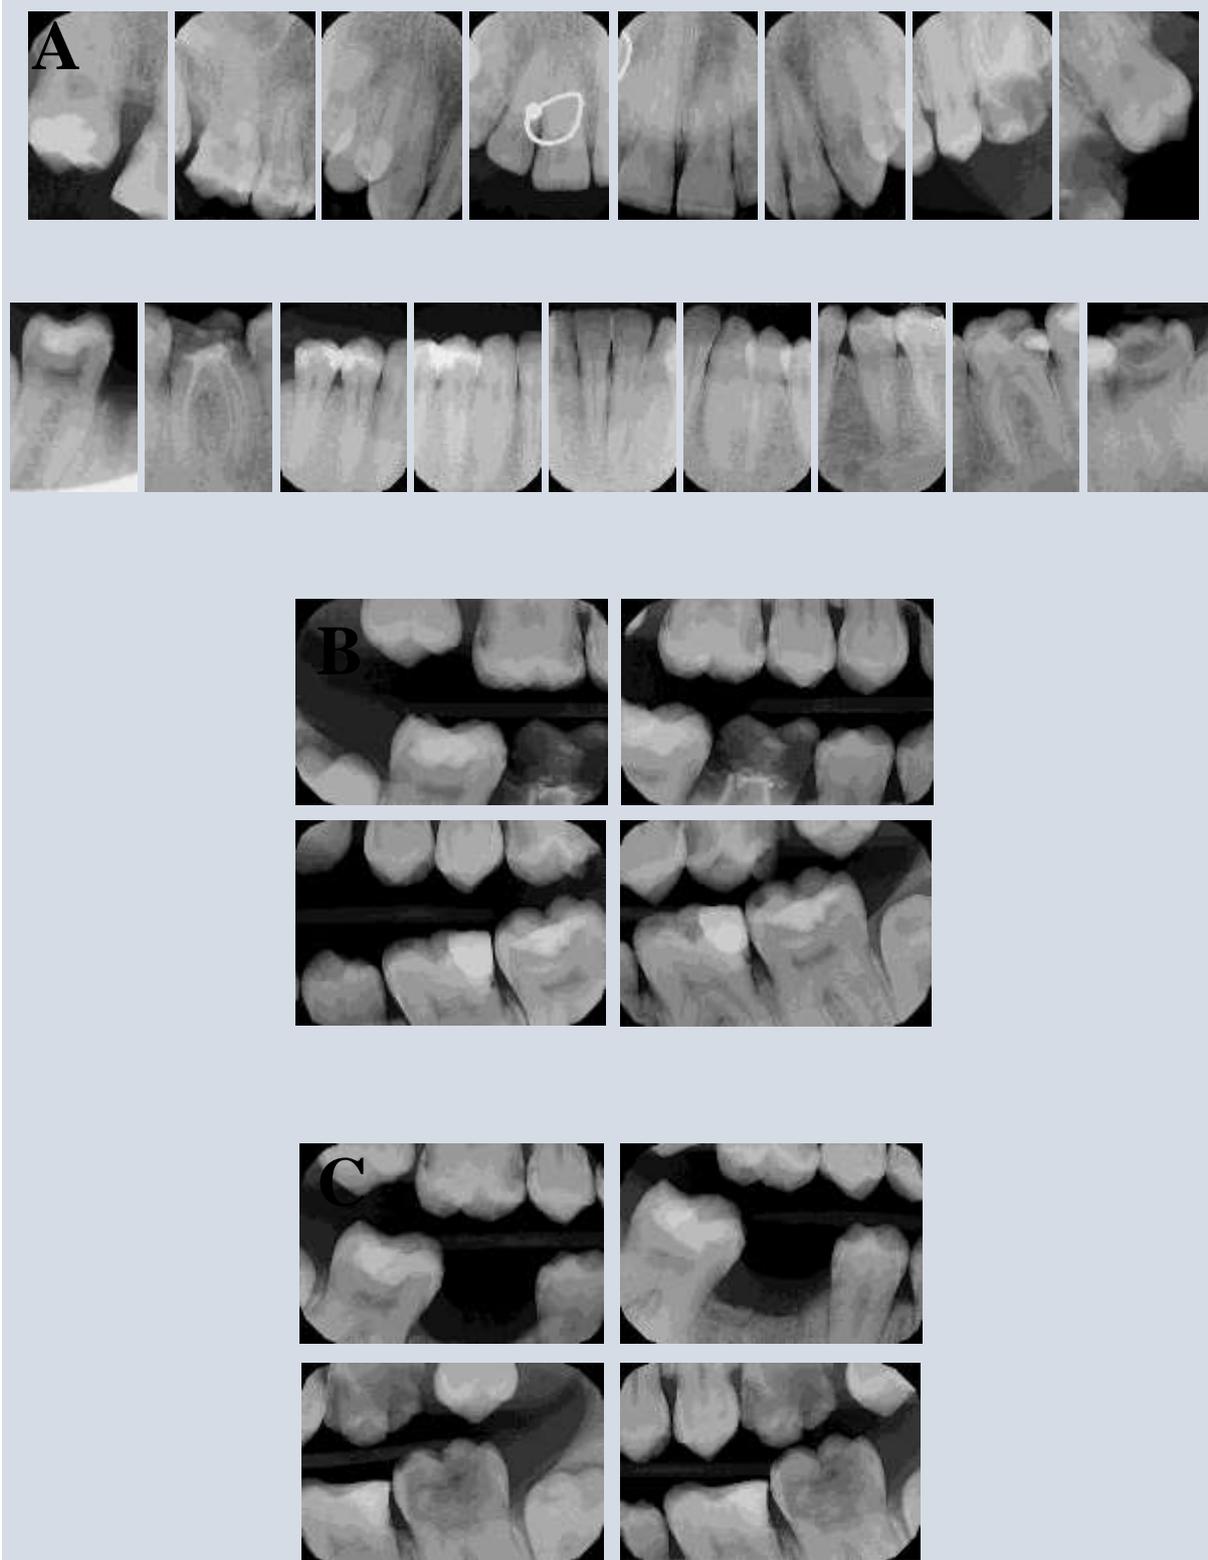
Radiografías. A) Serie periapical. B) Aletas de mordida 2016. C) Aletas de mordida 2017.
